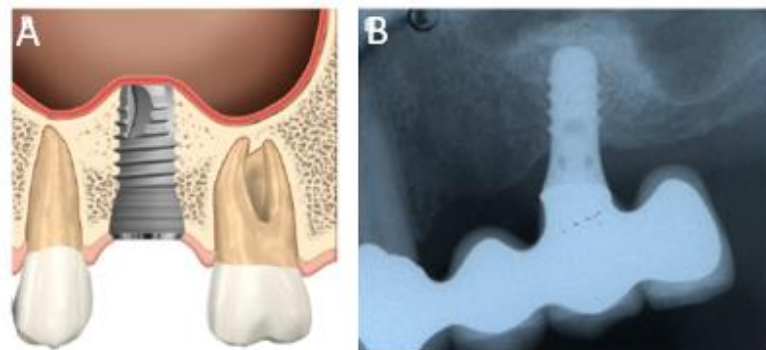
A) Colocación del implante; B) radiografía clínica.
